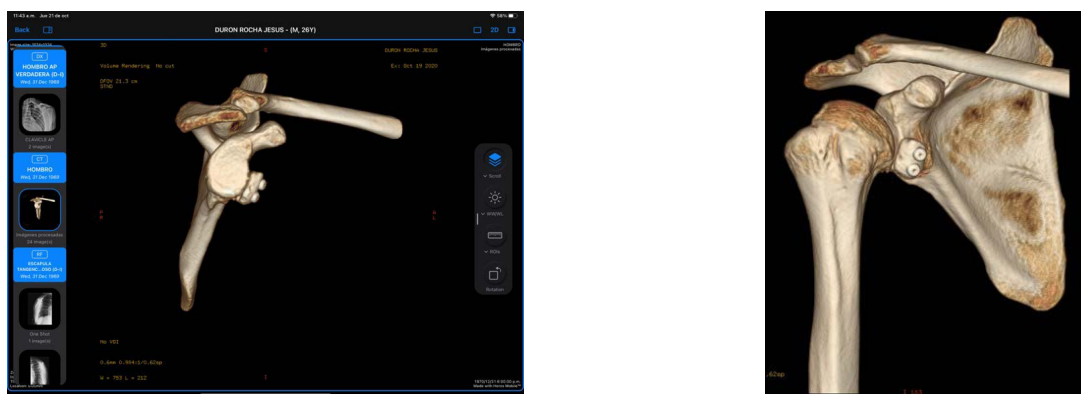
Imagen con reconstrucción 3D de tomografía axial computarizada de hombro derecho a los 2 meses de evolución donde se observa una adecuada reducción glenohumeral con el injerto de apófisis coracoides fijado con 2 tornillos en la porción antero-inferior de la glenoides, sin signos de reabsorción.
